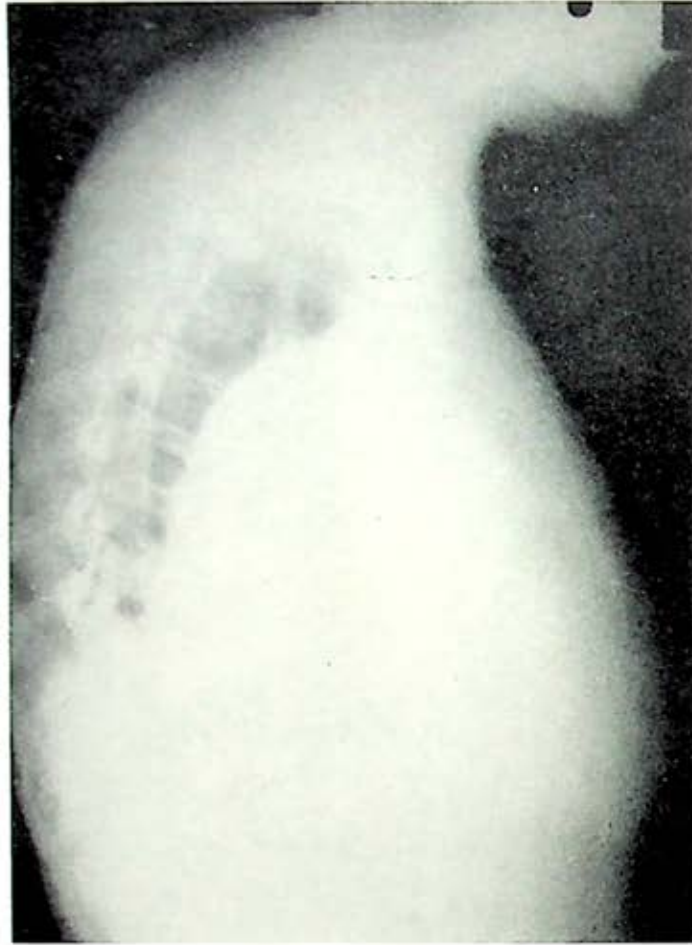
Radiografía lateral en la que se observa una opacidad que ocupa la parte anterior basal.
